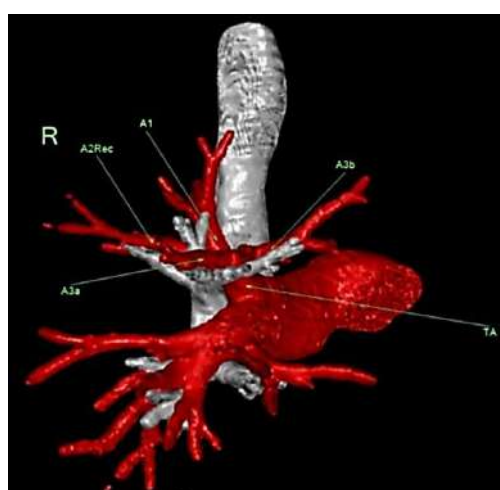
Отсутствие нижней восходящей артерии ($ascA^2$) к верхней зоне правого лёгкого (3D-реконструкция МСКТ) ТА – передний артериальный ствол; A^1 – верхушечная сегментарная артерия; A^{2Rec} – возвратная артерия к заднему сегменту верхней зоны; A^{3a} – латеральная субсегментарная артерия к переднему сегменту верхней зоны; A^{3b} – медиальная субсегментарная артерия к переднему сегменту верхней зоны
